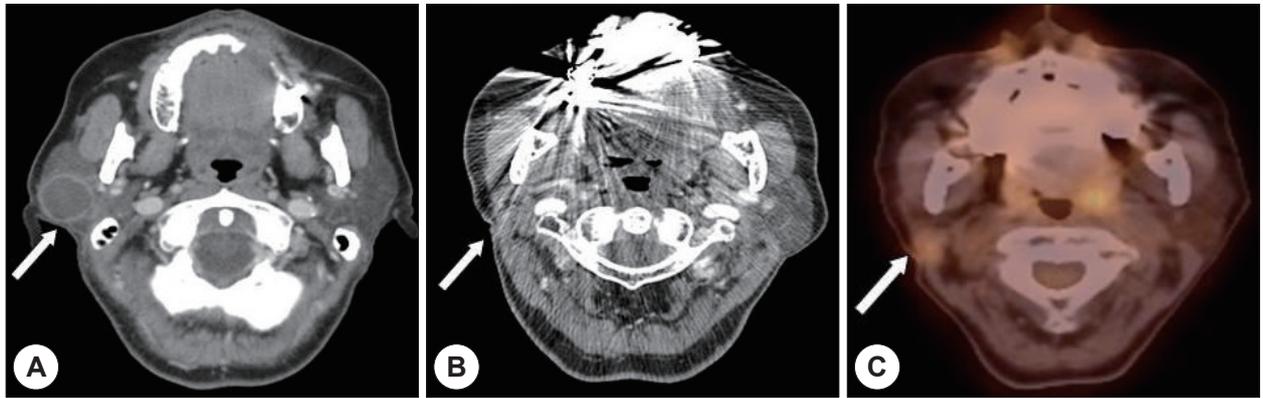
Radiologic findings. A : Axial contrast enhanced CT scan taken before first surgery shows 2.1×2.1cm sized thin rim enhancement round mass with homogeneous low density in right infra-auricular area. B : Axial contrast enhanced CT scan taken before revision surgery shows no visible mass due to postoperative change. C : 18 FDG PET-CT taken before revision surgery shows focal hypermetabolism in right infra-auricular area.
